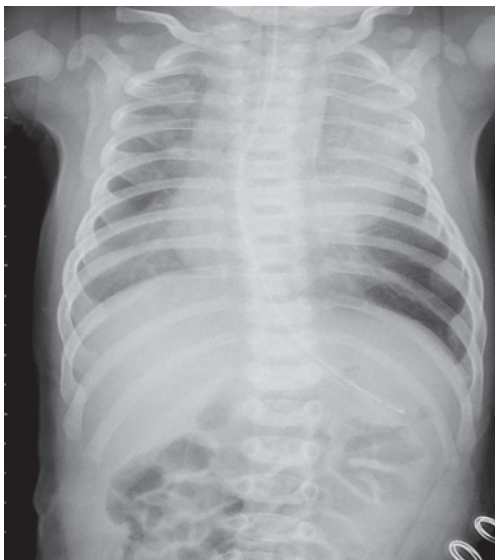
Рентгенография ОГК: объемное образование верхнего средостения, смещение сердечной тени вправо
